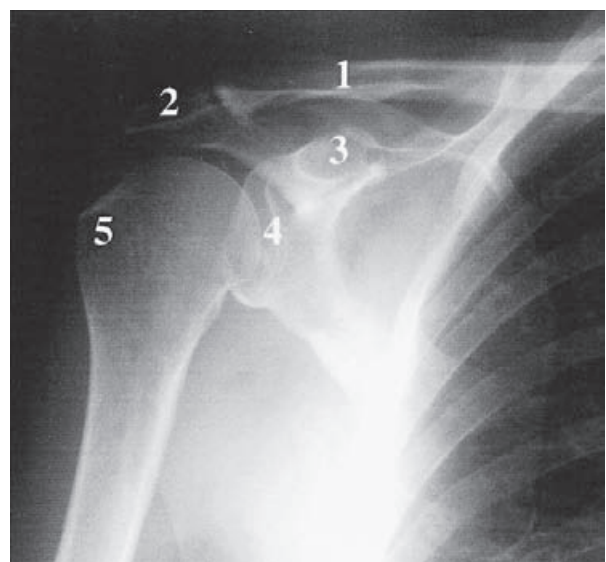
Radiografía anteroposterior del hombro. 1) clavícula; 2) acromion; 3) apófisis coracoides; 4) cavidad glenoidea; 5) tuberosidad mayor del húmero.
